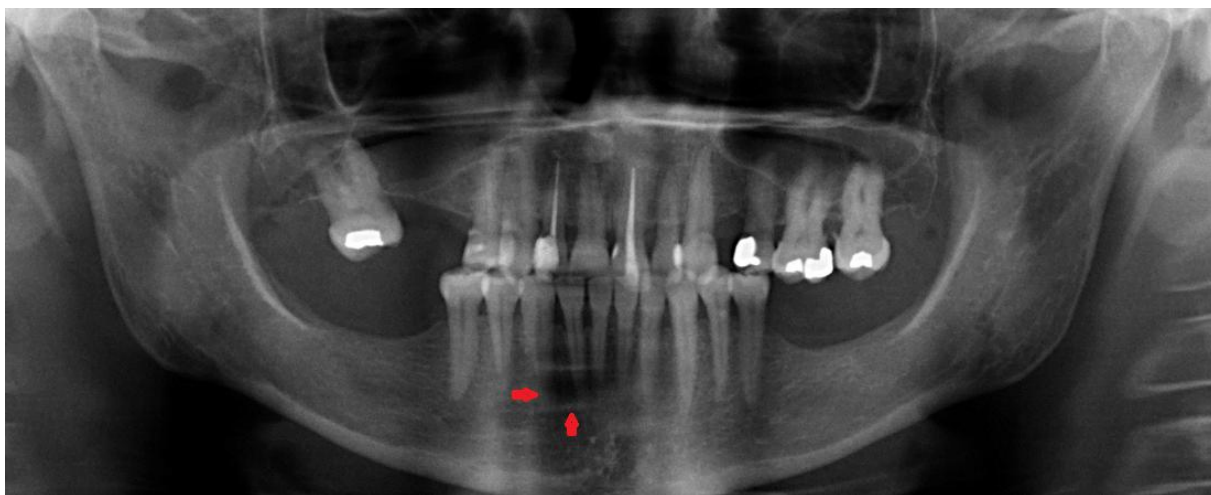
Imagem de uma radiografia panorâmica na qual se observa um defeito ósseo. No entanto, esta imagem não permite caracterizar com exactidão o defeito. Neste caso seria útil a realização de uma tomografia computadorizada de feixe cónico.
